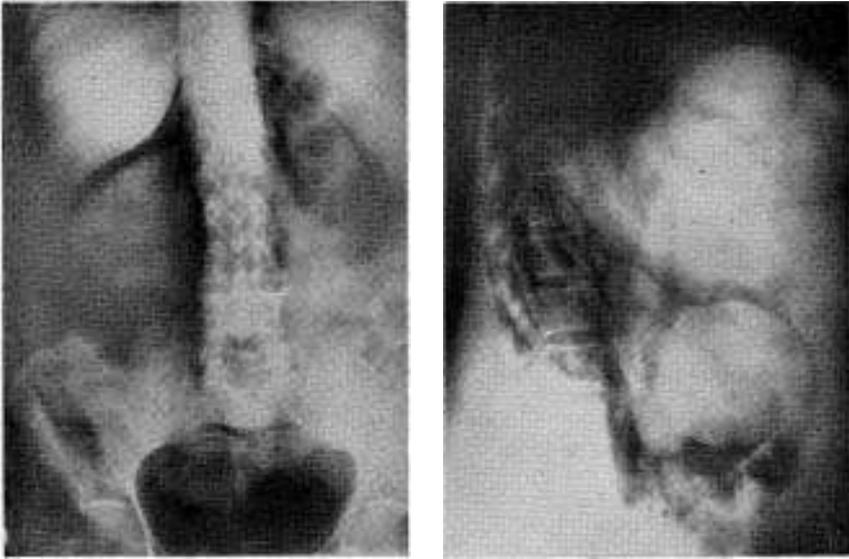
Tumor retroperitoneal derecho. El neumoretroperitoneo señala quiste renal en la radiografía de perfil.
